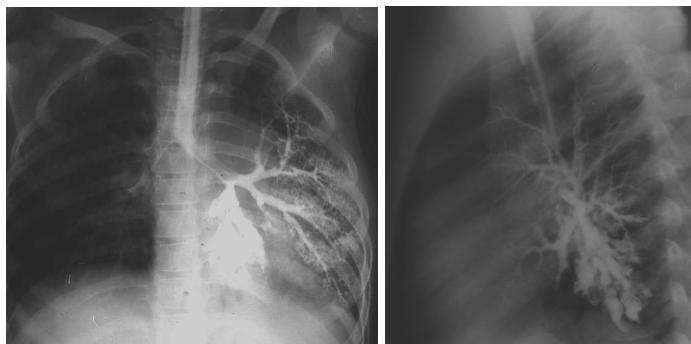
Бронхограммы ребенка с бронхэкстазами нижней доли слева (тот же ребенок, обзорная рентгенограмма которого приведена на рис. 15.5)
